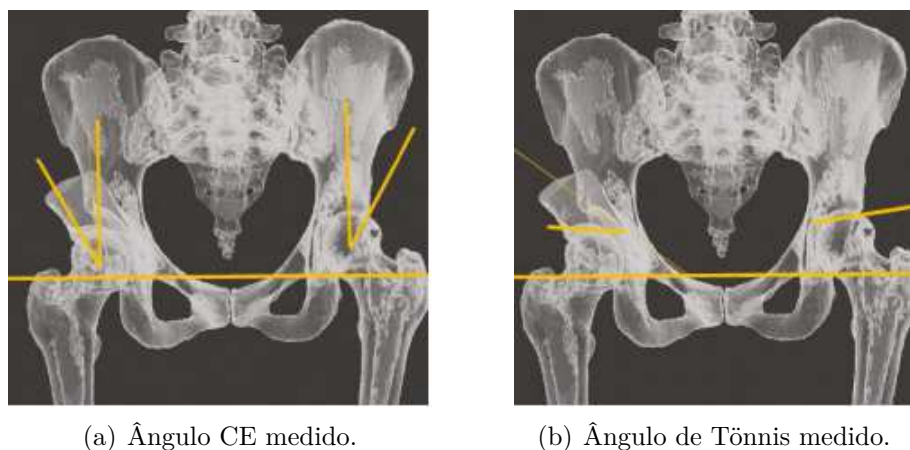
Imagem do fragmento acetabular reposicionado, fêmur e pelve, com a técnica *ray casting*, para simular a transparência das estruturas como nas radiografias [13].
